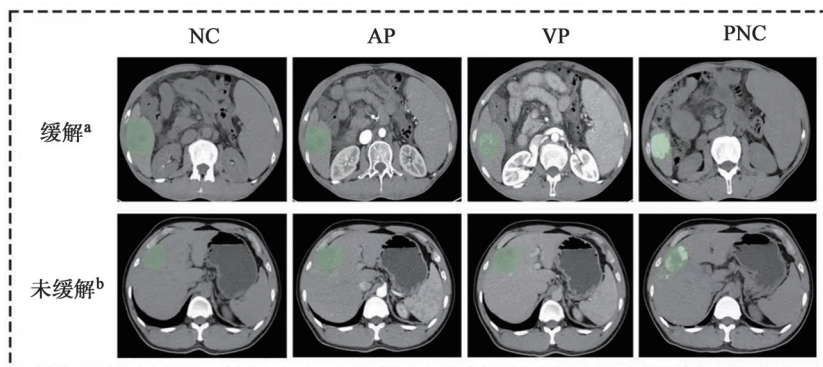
HCC患者TACE术后缓解和未缓解组的代表性CT图
